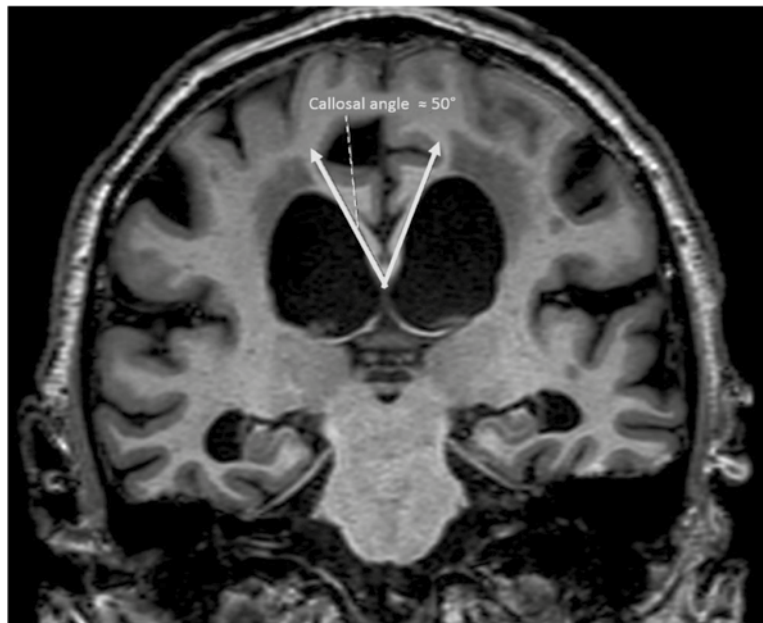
Coronal MRI at the level of posterior commissure. The callosal angle is acute, about 50 degrees, suggesting NPH as the cause of ventriculomegaly.
